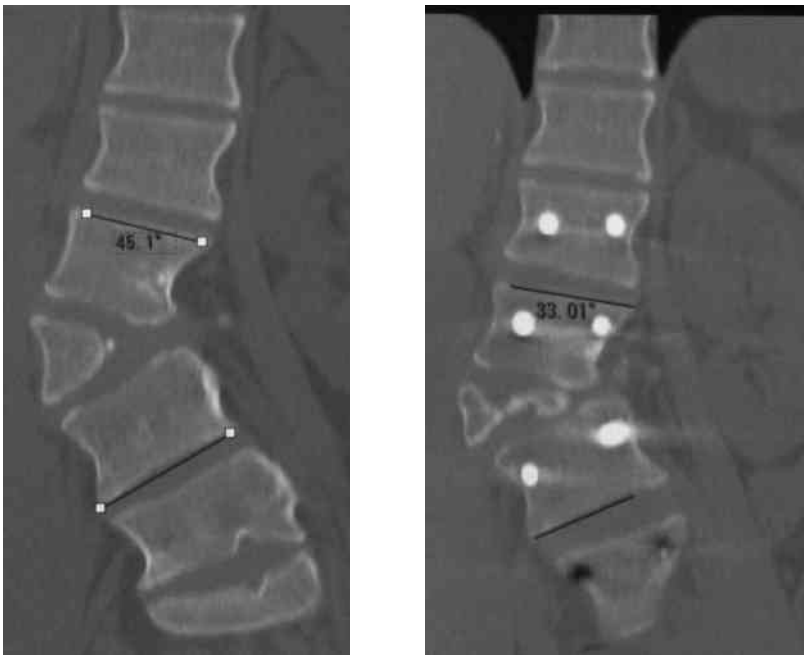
Coronal reconstruction CT
